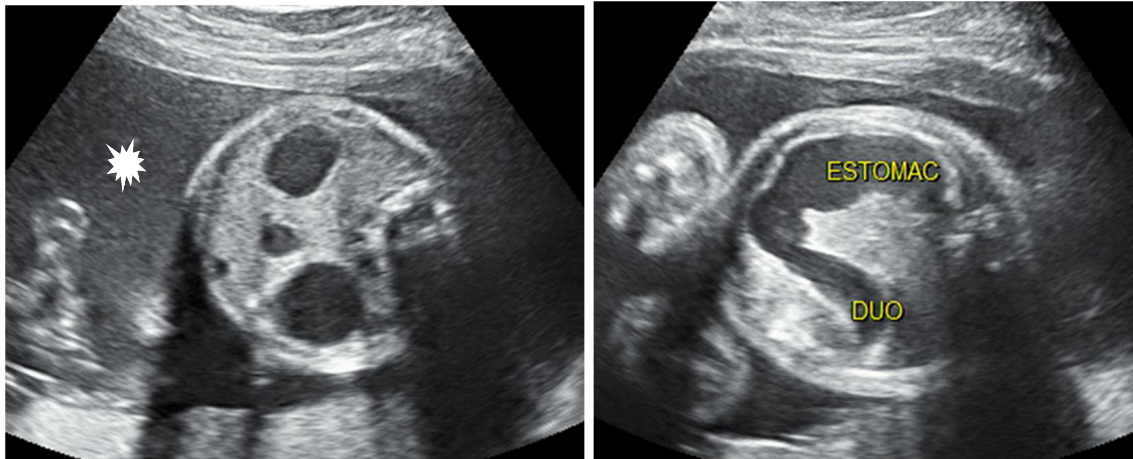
Atrésie duodénale vue à l'échographie obstétricale
